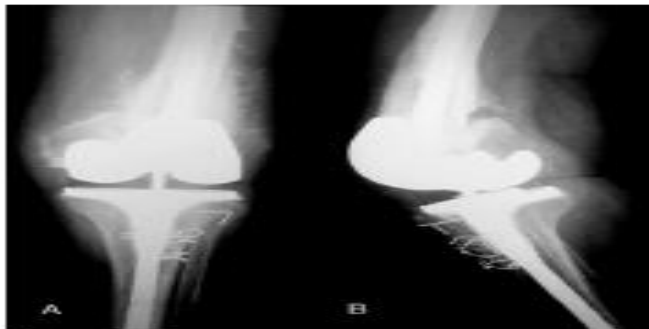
Plain anteroposterior (A) and lateral (B) radiographs of the left knee show total knee arthroplasty for gonarthrosis of the distal femoral fracture 2 years after the initial fixation.
